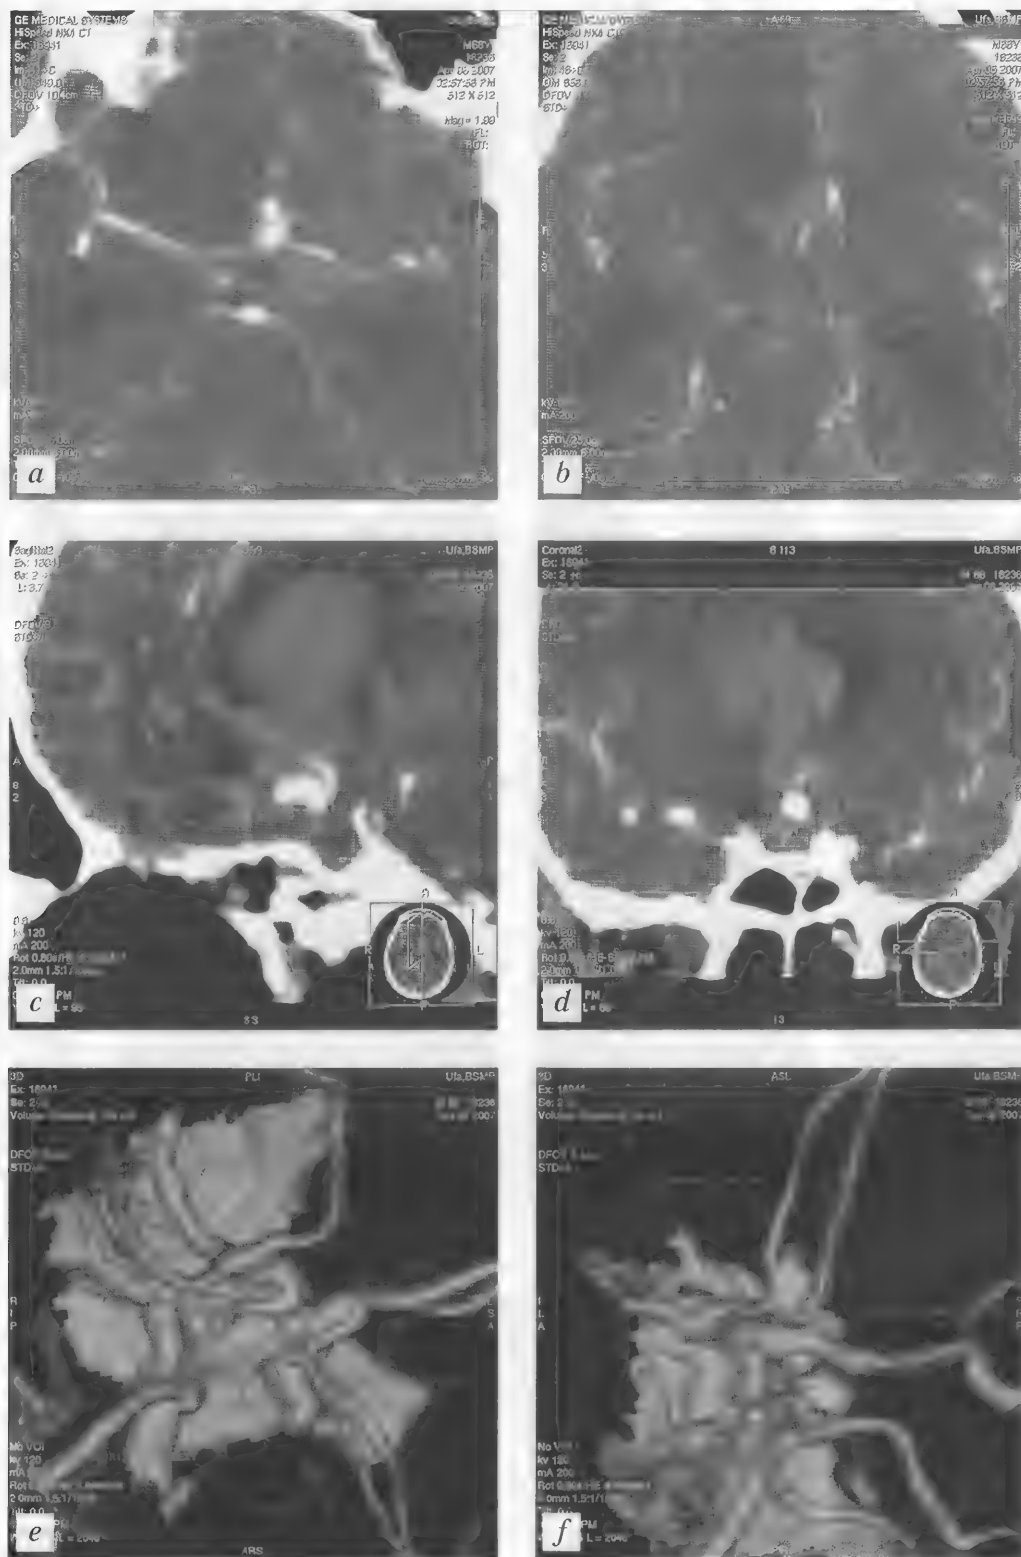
Больной Ш., 68 лет. Массивное субарахноидально-вентрикулярное кровоизлияние. Аневризма передней соединительной артерии. КТ (болюсное контрастирование) — *a–d*; СКА — *e, f*
